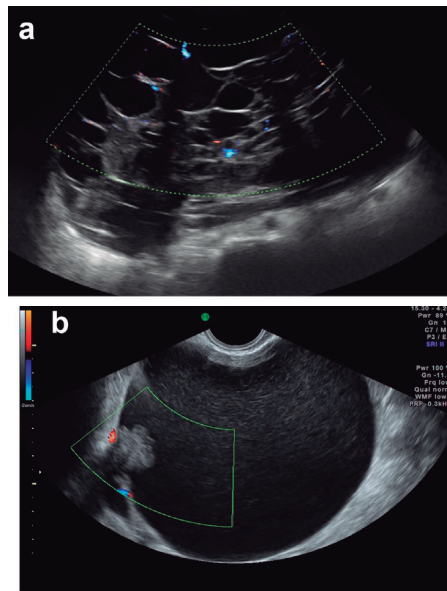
Imágenes ultrasonográficas que muestran hallazgos de masas anexiales: ecogenicidad, paredes, excrecencias, septos.
